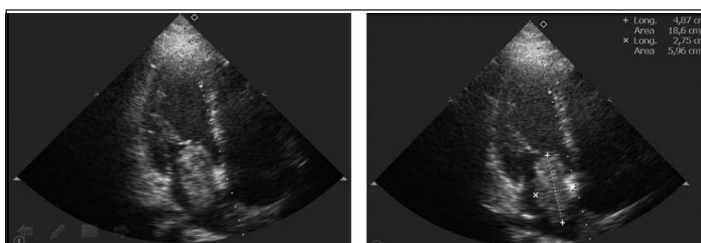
Caso 2. Ecocardiograma
